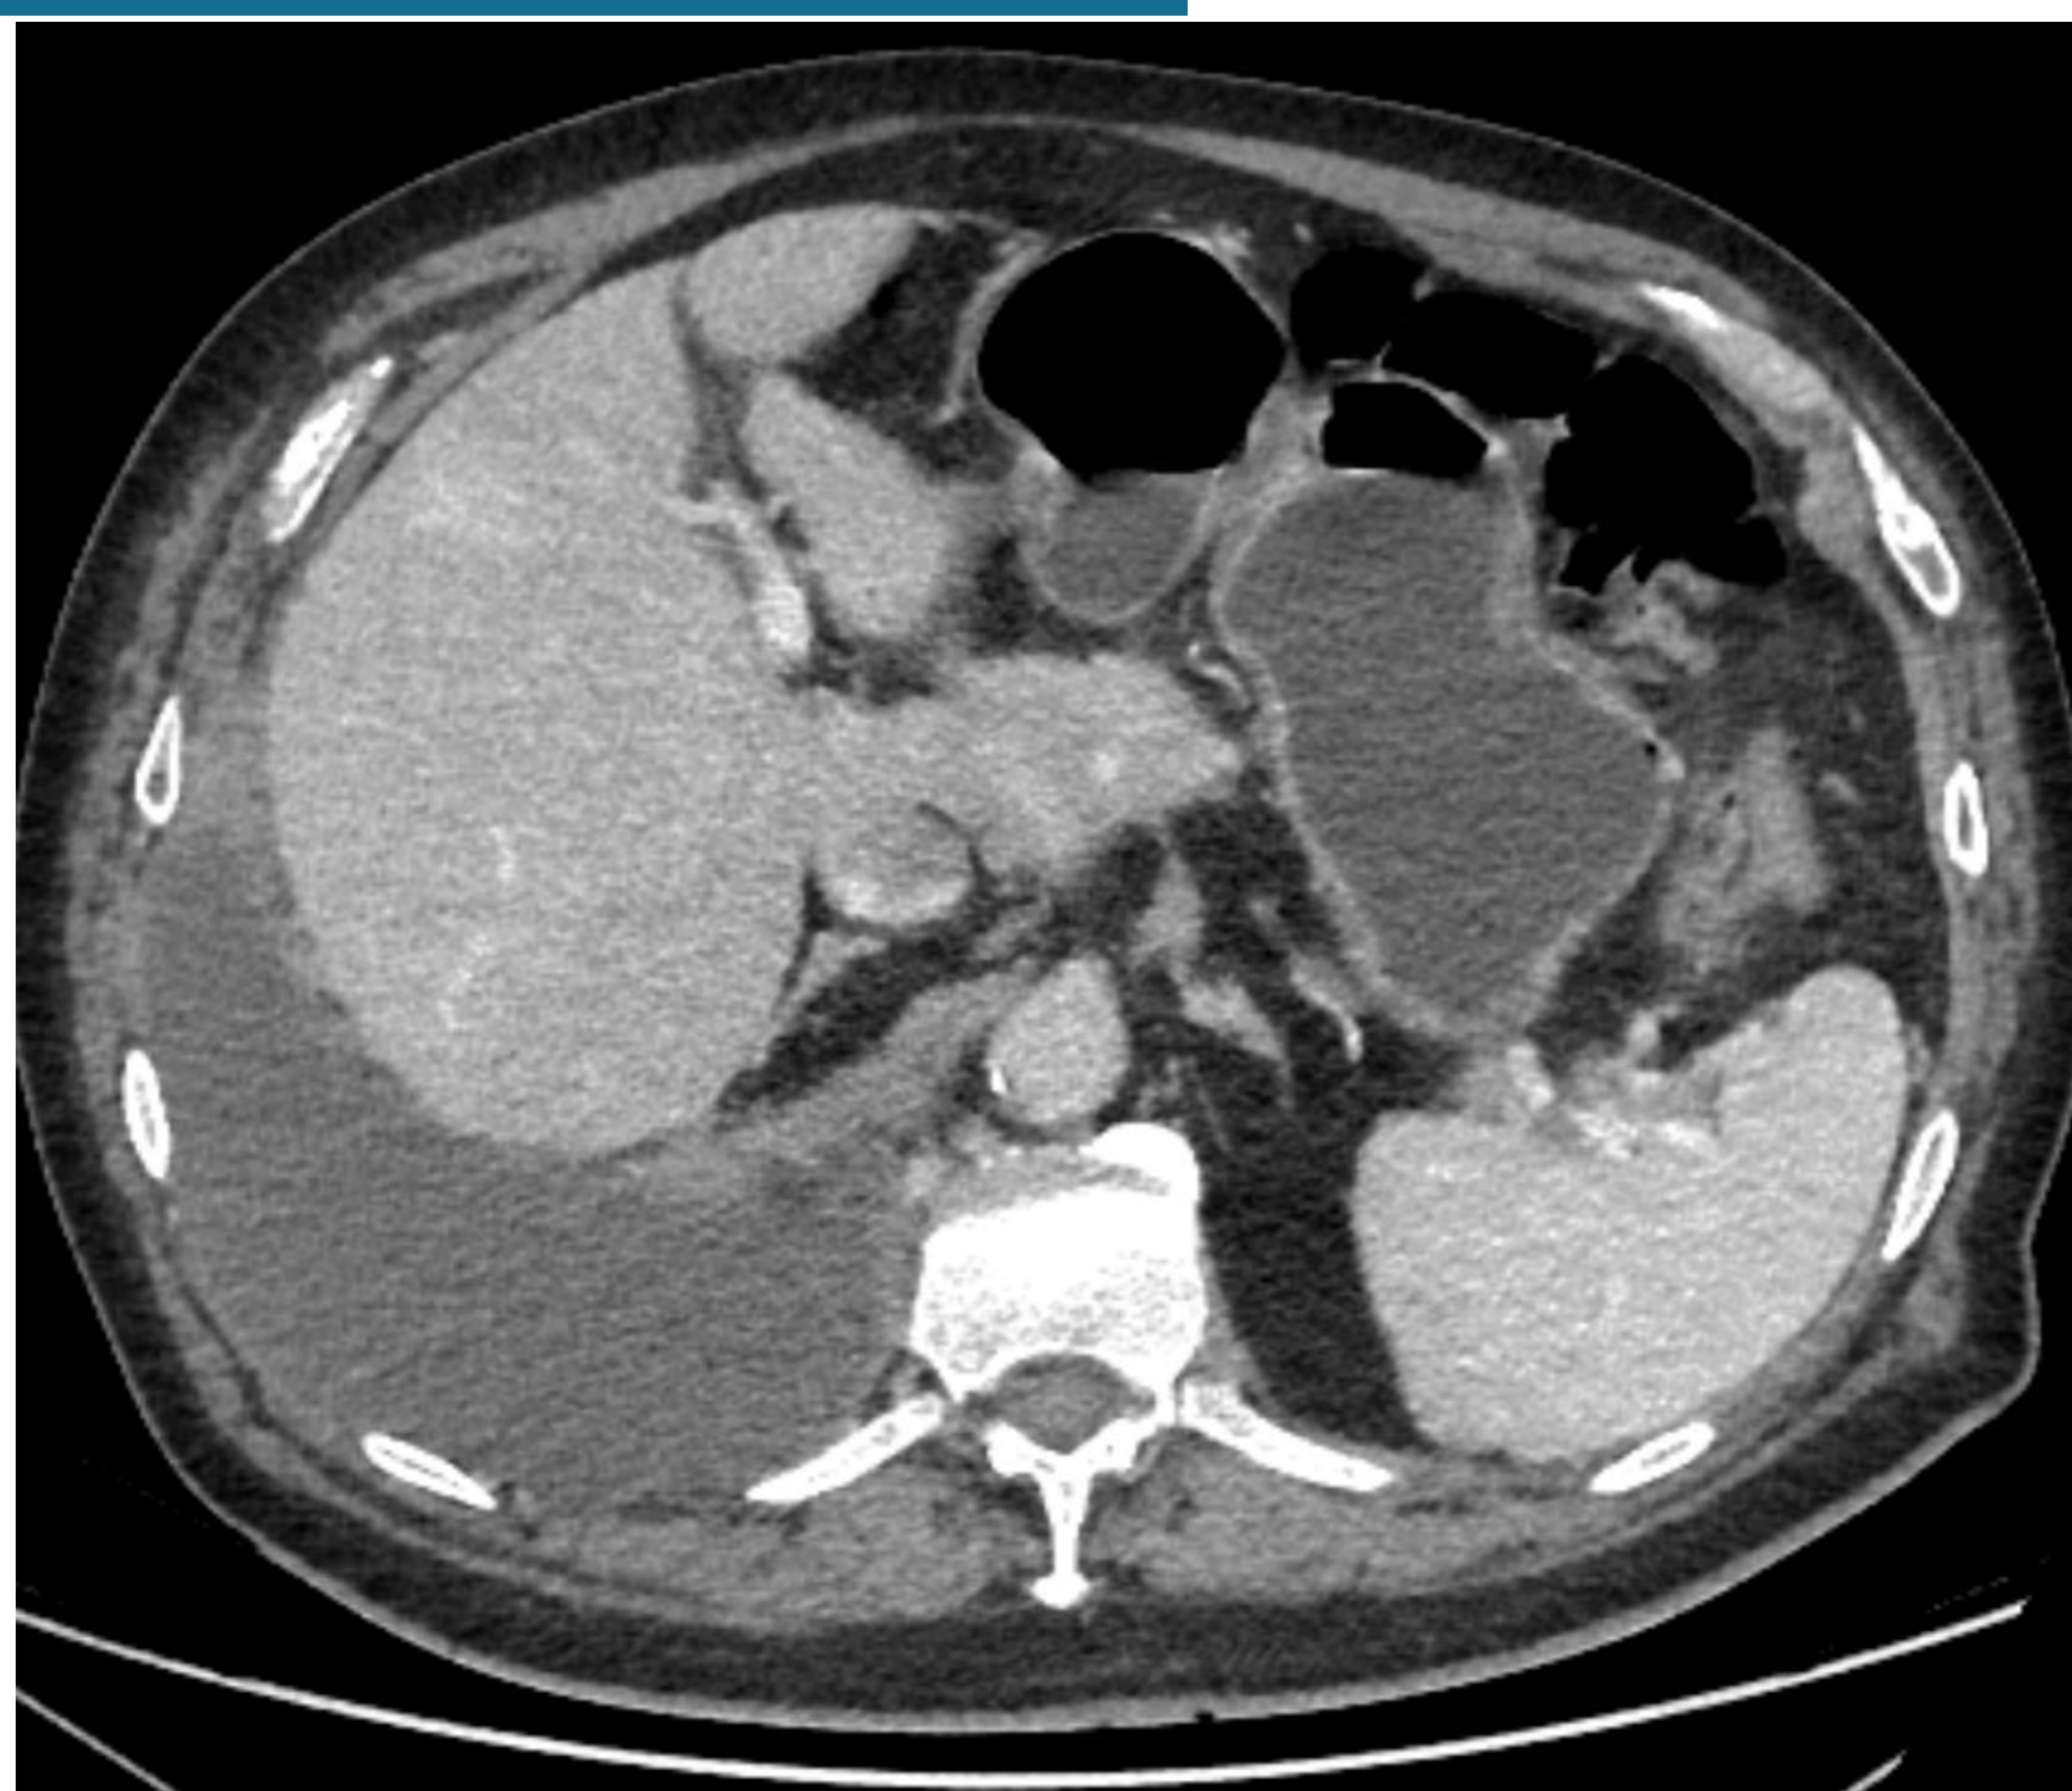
TC en fase portal, PET-TC y RM en secuencia DWI (difusión). Lesión hipodensa mal definida en cabeza pancreática que en estudio de RM únicamente presentaba una discreta alteración de señal, fundamentalmente en la secuencia de difusión DWI. En el estudio de PET-TC se aprecia una importante captación de 18-FDG a dicho nivel. El diagnóstico concluyó con un linfoma no hodgkin de células B (linfoma folicular).
